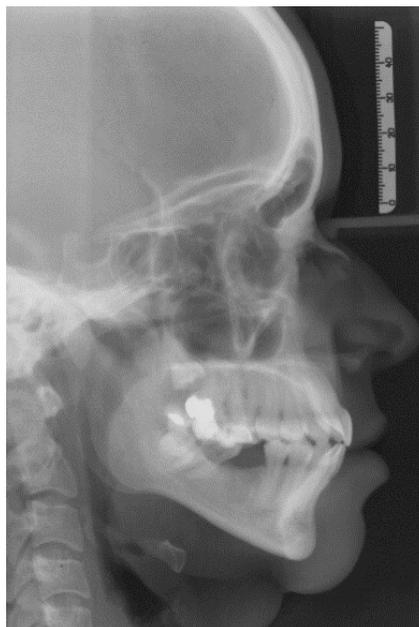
Telerradiografia inicial
